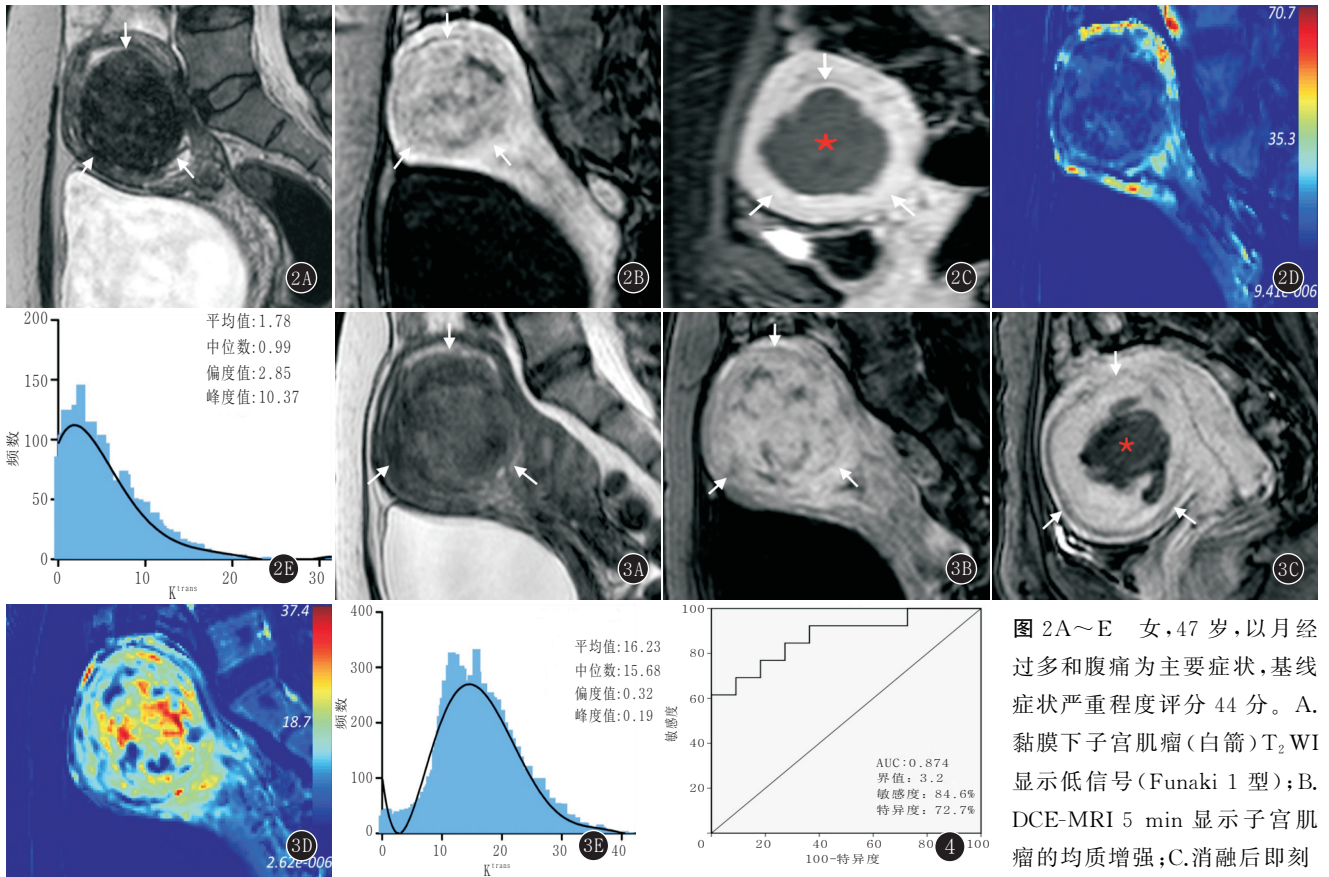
~E 女, 47 岁, 以月经过多和腹痛为主要症状, 基线症状严重程度评分 44 分。A. 黏膜下子宫肌瘤(白箭) T₂ WI 显示低信号(Funaki 1 型); B. DCE-MRI 5 min 显示子宫肌瘤的均质增强; C. 消融后即刻 T₁ 增强 MRI 图像, 低信号为无灌注区(红色星号), NPVR 为 79.0%; D. 与图 B 相同层面子宫肌瘤的 K^{trans} 伪彩图, 显示血液灌注程度均匀; E. 全瘤 K^{trans} 的直方图分布, 实线表示拟合的 K^{trans} 分布曲线
